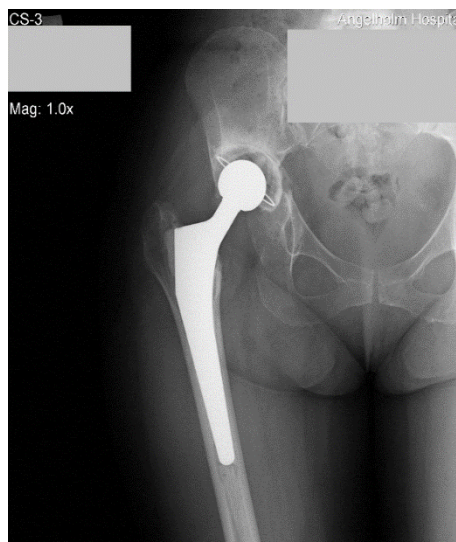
Рентгенограма правого кульшового суглоба хворої Ж. через 10 місяців після виконання другого етапу ДРЕ – тотального ендопротезування правого КС.
